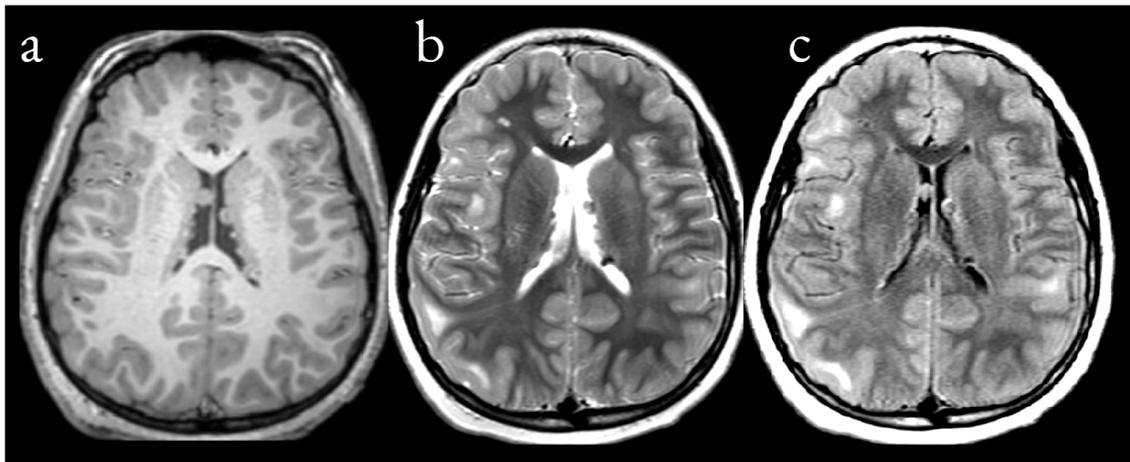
Esclerosis tuberosa. Varias lesiones nodulares recubren los ventrículos laterales, visibles en imágenes de alta resolución axiales pesadas a T1 (a), T2 (b) y FLAIR-T2 (c). Existen hiperintensidades multifocales de sustancia blanca superficial visibles en contraste pesado a T2 y T2-FLAIR. Estudio realizado con un resonador de 3.0 teslas.*
